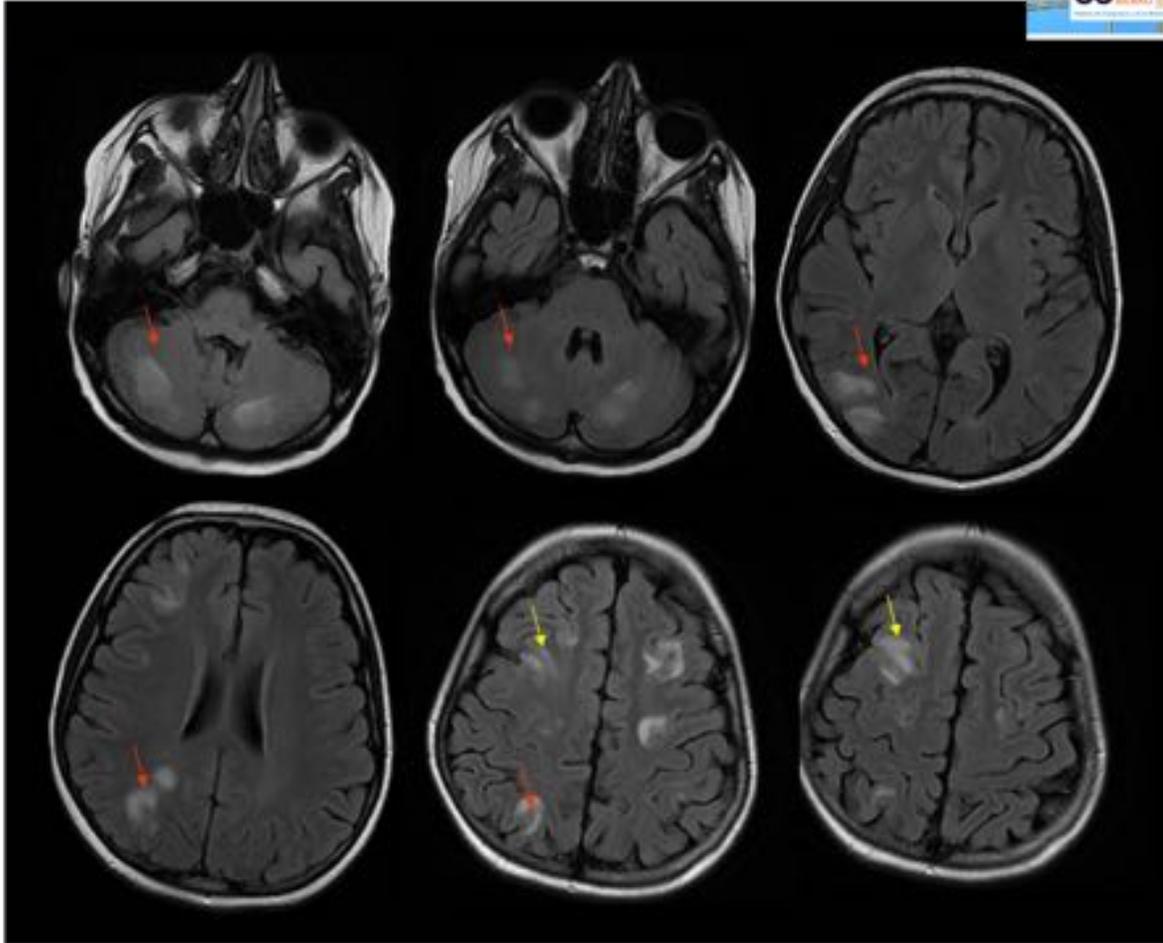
Encefalopatía posterior reversible hipertensiva. Imágenes axiales FLAIR donde se aprecia edema vasogénico tanto en territorio posterior (flechas rojas) como anterior (flechas amarillas). Departamento Radiología. HGU Morales Meseguer.
